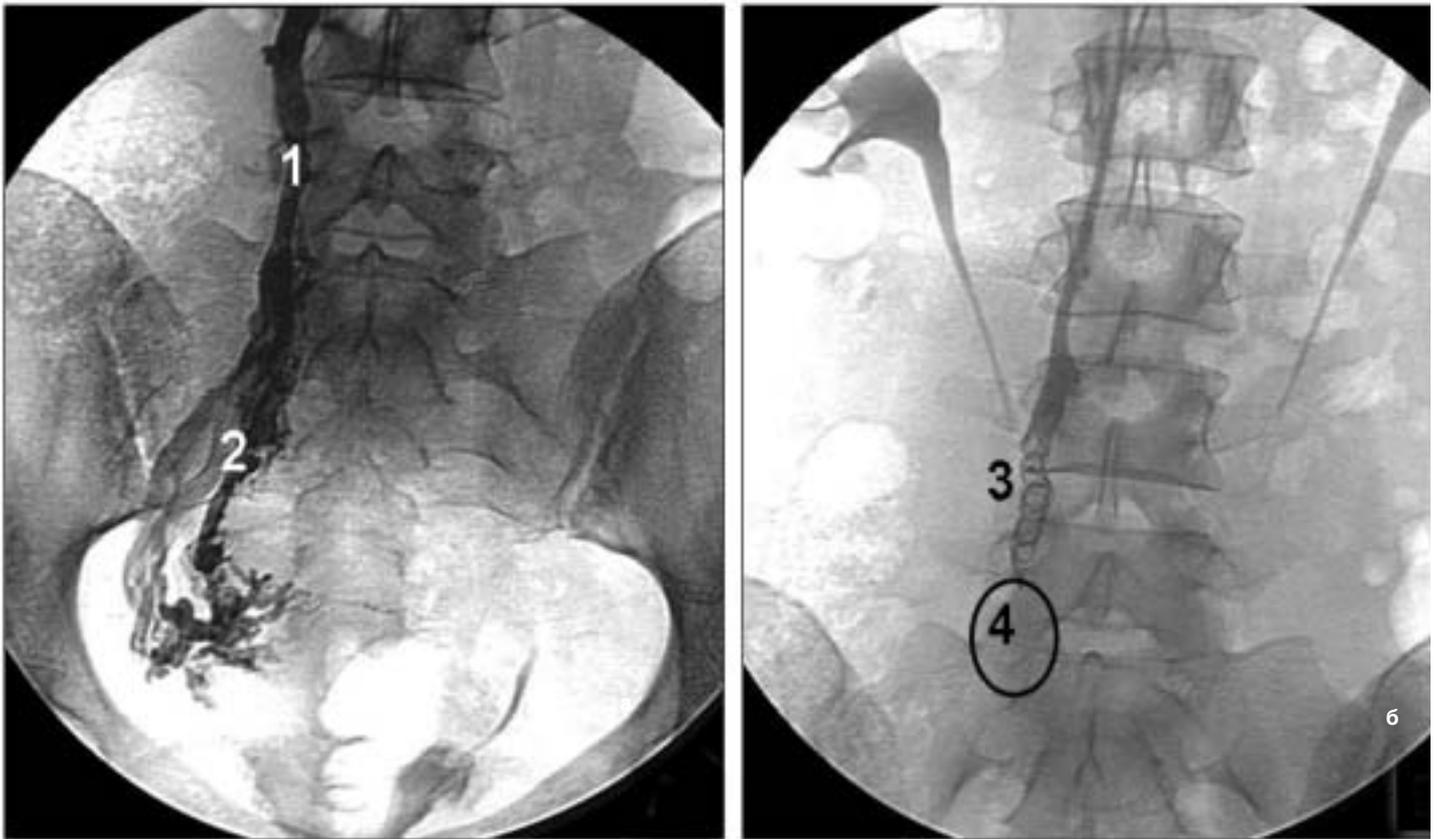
Рентгеноконтрастная селективная овариография. Трансъюгулярный доступ.
